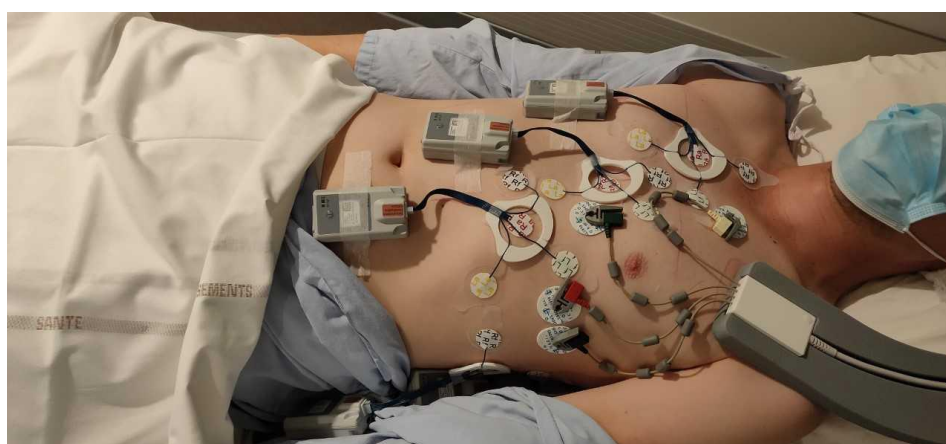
Mise en place des différents capteurs avant les acquisitions IRM dans un protocole MATCHA.
